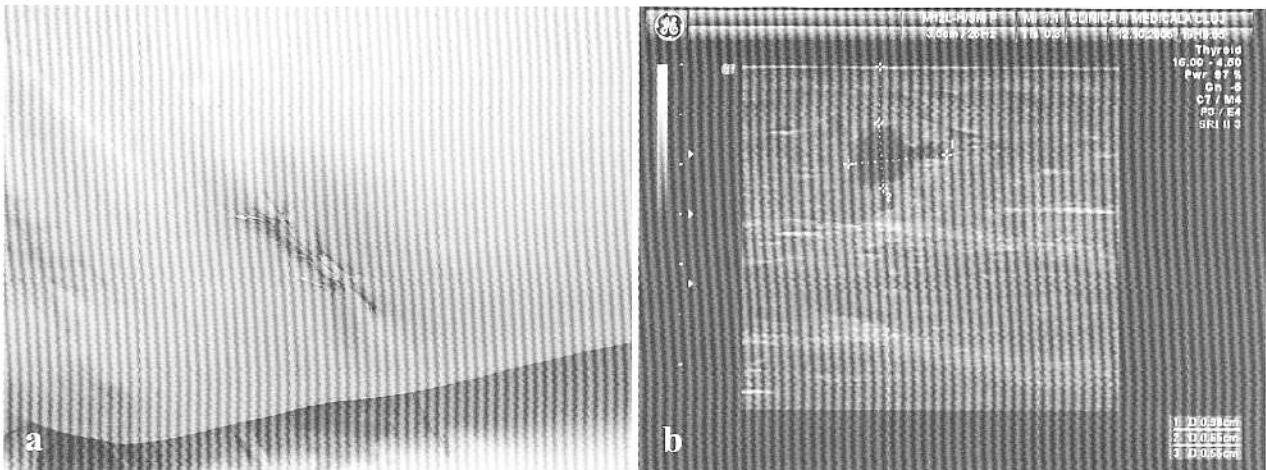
Metastază în tranzit (explorare efectuată la 7 zile după biopsie ganglionară pentru adenopatie metastatică!) (a – aspect macroscopic; b – aspect ecografic). Prezența formațiunii sugerează utilitatea explorării ultrasonografice în perioada perioperatorie la pacienți cu melanom cutanat malign.
